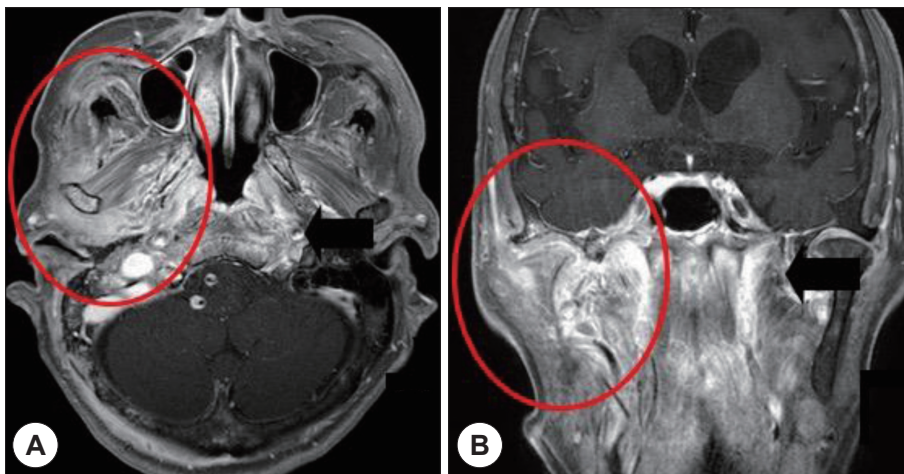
Axial (A) and coronal (B) enhanced T1-weighted MRI reveal progression of abnormal enhancement on right temporomandibular joint, masseter muscle and nasopharynx as comparing to Fig. 1. Especially, new-enhancing lesion is appeared on left pterygoid muscle (arrow).
